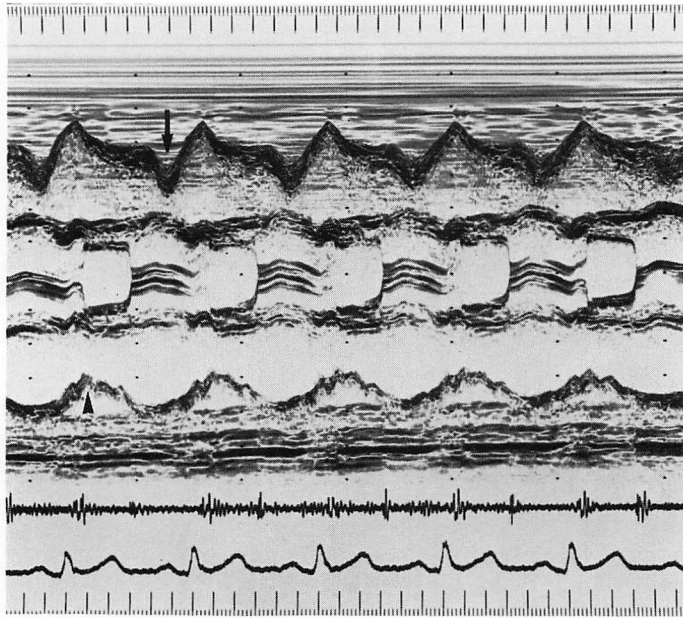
M-mode echocardiogram of a patient with cardiac tamponade.
